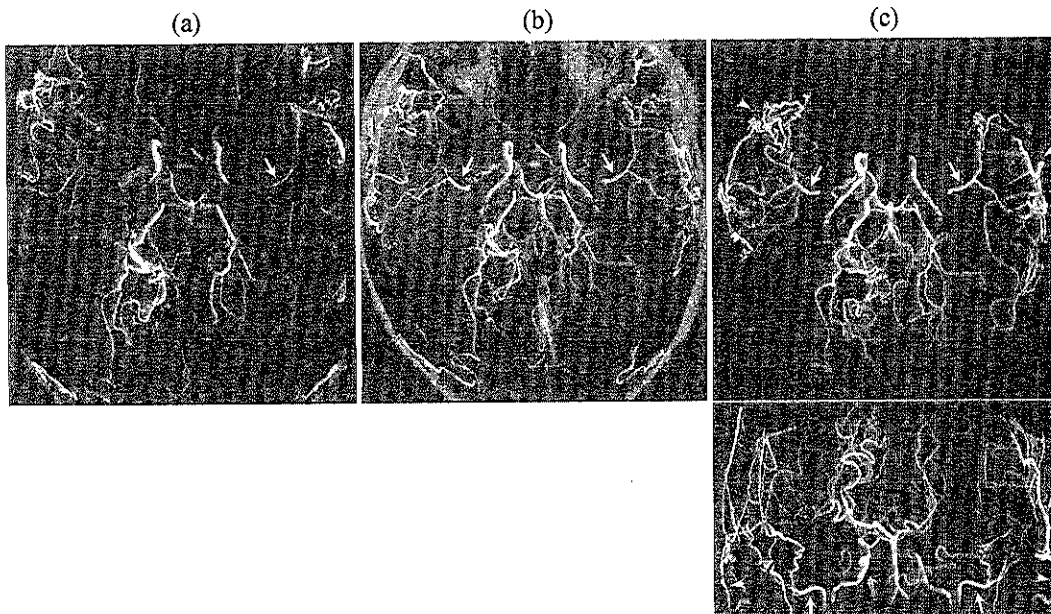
(a): Magnetic resonance angiography (MRA) of case 3 which was taken 4 years after bilateral revascularization surgery showing faint left middle meningeal artery (MMA, arrow). (b): MRA which was taken 6 years after the surgery demonstrating development of bilateral MMA (arrows) and improvement of visibility of middle cerebral artery. (c): MRA which was taken 8 years after the surgery demonstrating further thickening of MMA (arrows) and also thickening of superficial temporal arteries (arrow heads).
